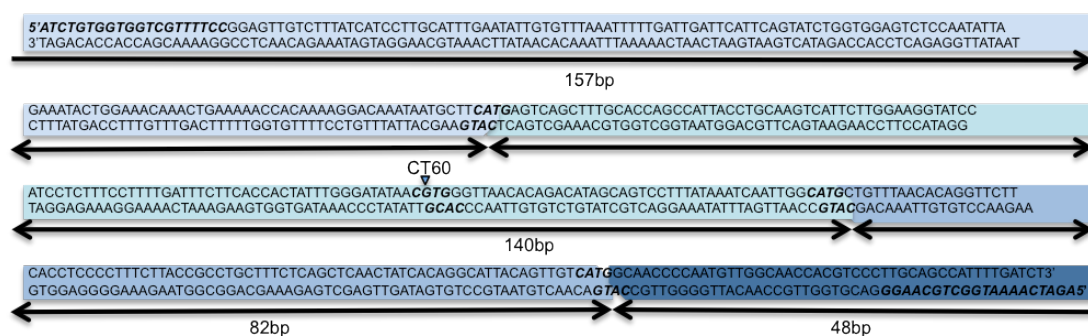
Basensequenz des CT60G-PCR-Produkts mit drei Schnittstellen
